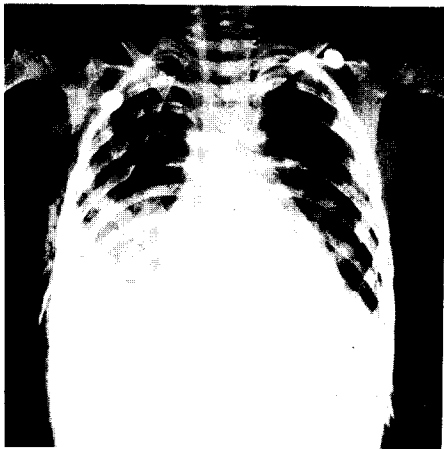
Chest X-ray showing the thoracic drains in the both sides and the pneumonic infiltration in both lower lung fields, especially severe in the right side.
